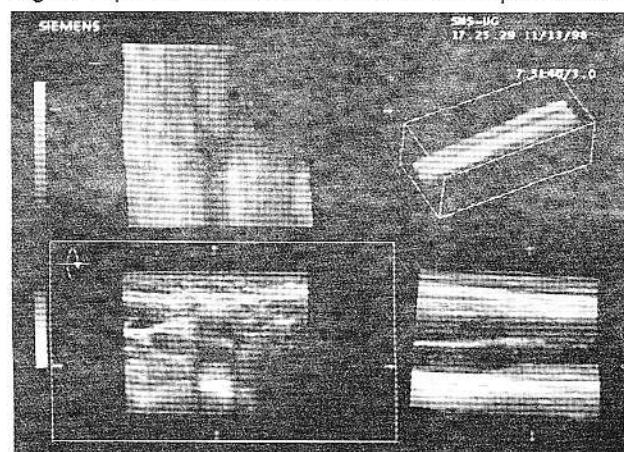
Examinare Doppler color tridimensională a arterei carotide.
